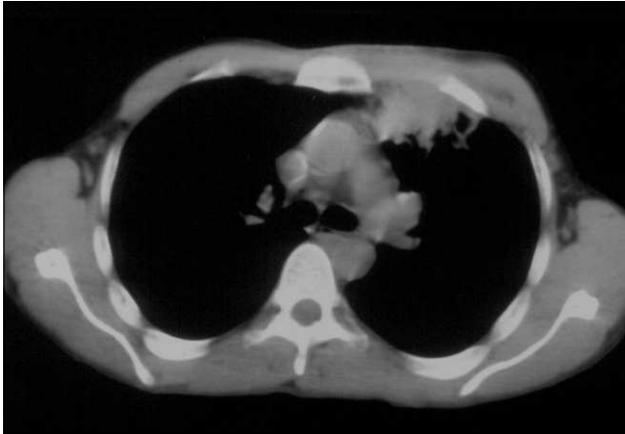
Absceso en lóbulo superior izquierdo en TC de tórax.
